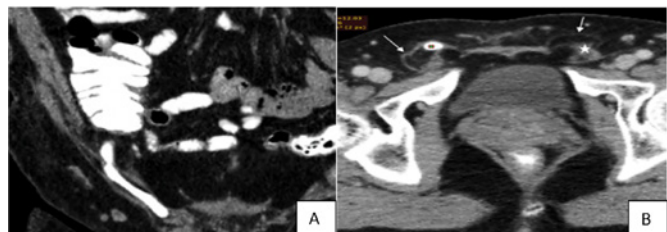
Tomografia computadorizada. A – Corte em coronal, B- Corte em axial. Hérnia de Amyand tipo 1³⁵.
